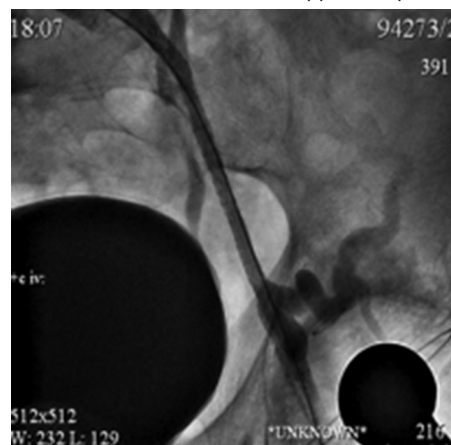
Рентгеноскопия. Этап преддилатации баллонным катетером в зоне окклюзии левой НПВ
